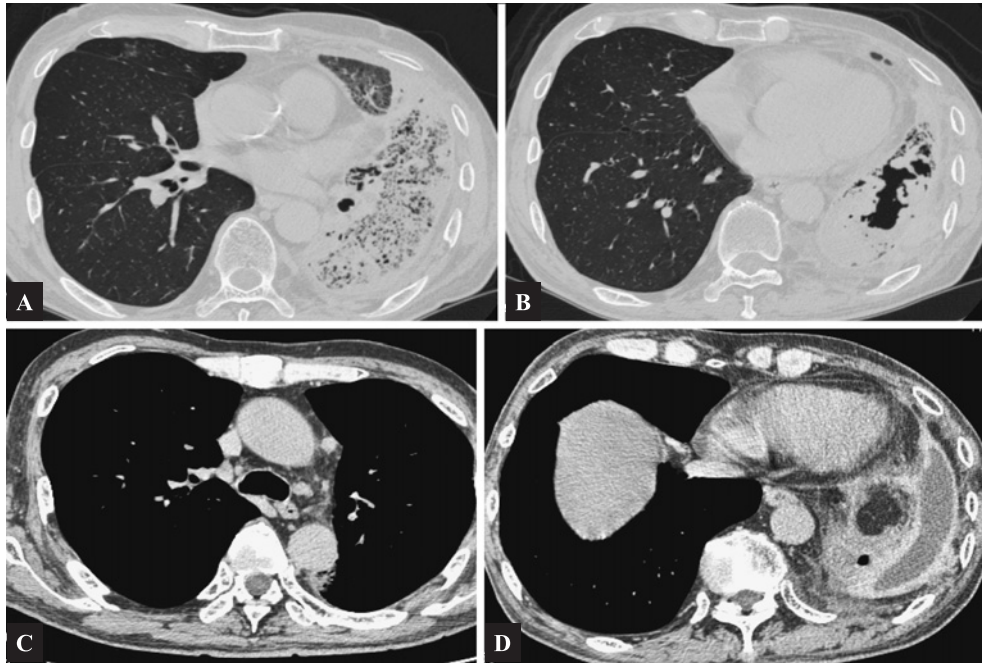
Chest CT scan showing consolidation with cavity in the left lower lobe (A, B), and showing enlarged lymph nodes in the mediastinum (C) and pleural thickening and loculated left pleural effusion (D).
